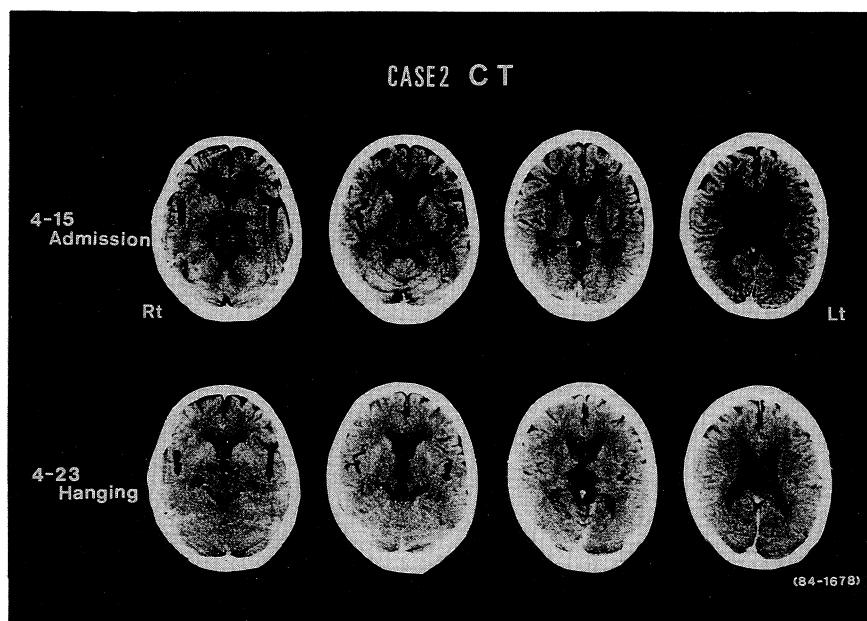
症例2, CT。受傷後のCTでは大脳および小脳半球の腫脹が著しく、また中脳および両側視床は低吸収域を呈していた。
